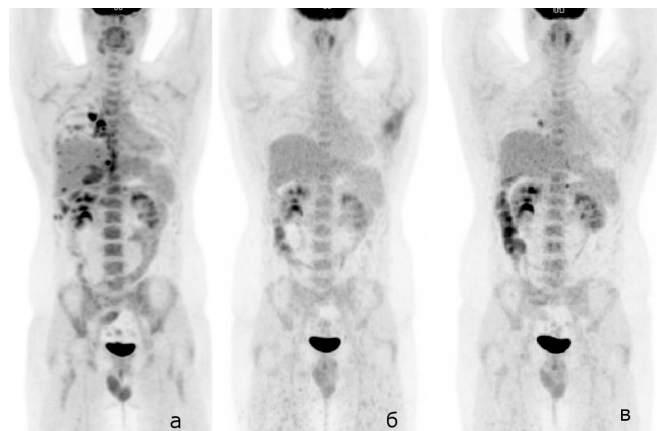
ПЭТ (MIP) до начала лечения (а), через 6 мес после начала лечения (б), через 12 мес после начала лечения (в)
